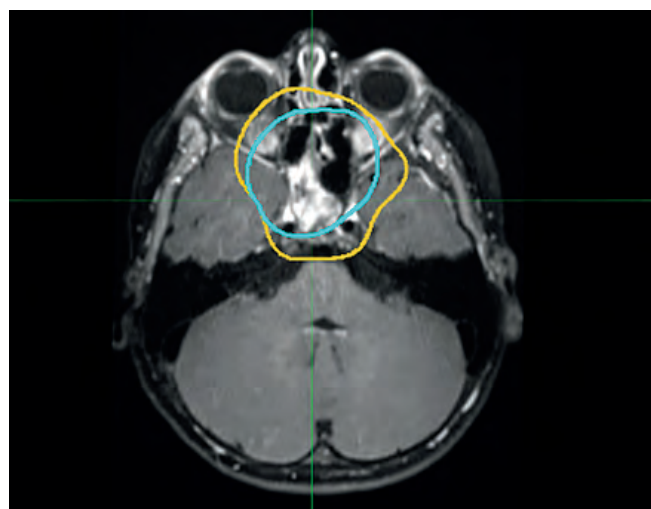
МРТ T1-ВИ с контрастным усилением пациента с рецидивом в поле облучения. Мишень, обозначенная контуром, получила определенную дозу. Голубой контур – 36 Гр, желтый контур – 21 Гр
